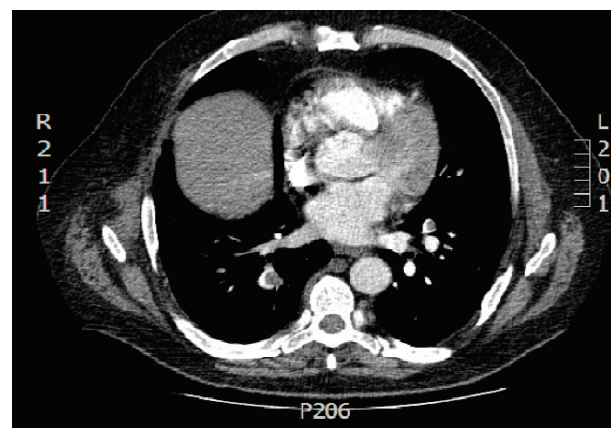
TC tórax com protocolo para TEP (12/04/2012) Compatível com embolia pulmonar.
